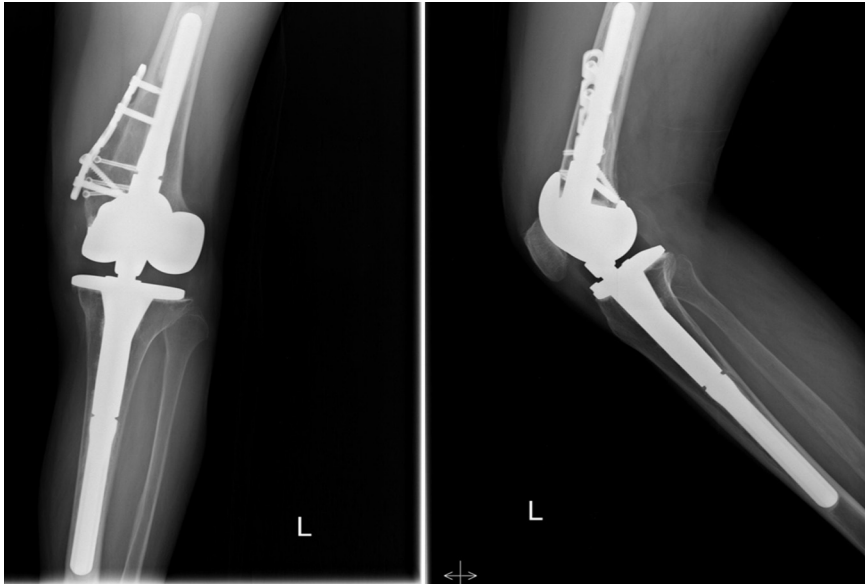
Postoperative roentgenogram after 3 years
